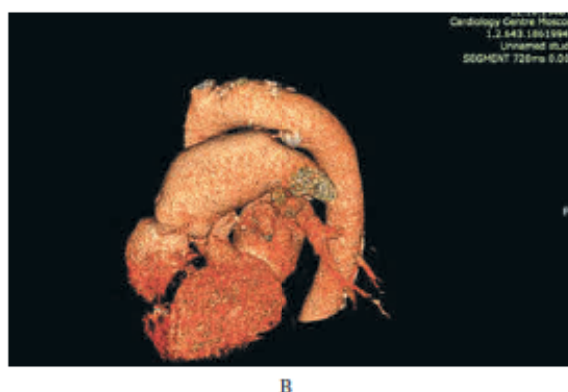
ОАП. МСКТ с внутривенным контрастированием сердца больной А.
